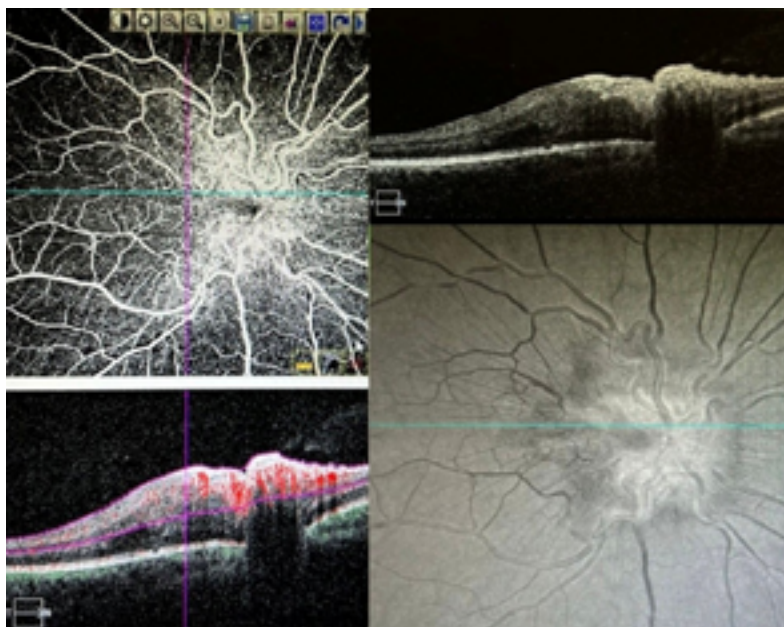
Tomografía de coherencia óptica - Angiografía en la que se evidencia vascularización intrarretiniana y tomografía de coherencia óptica con engrosamiento hiperreflectivo prepapilar.
